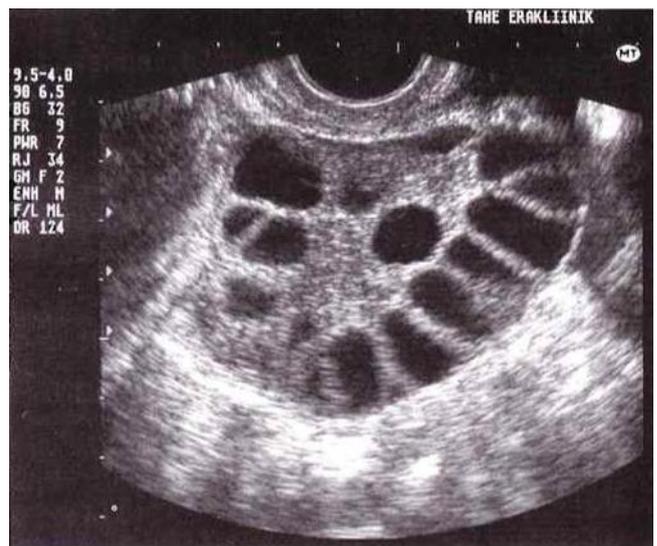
Imagen ultrasonográfica de ovario con apariencia poliquística. Se define según los criterios de Rotterdam como 12 o más folículos en cualquier área del ovario, de 2 a 9 mm de diámetro, y/o un volumen total aumentado (superior a 10 cm³).¹³
